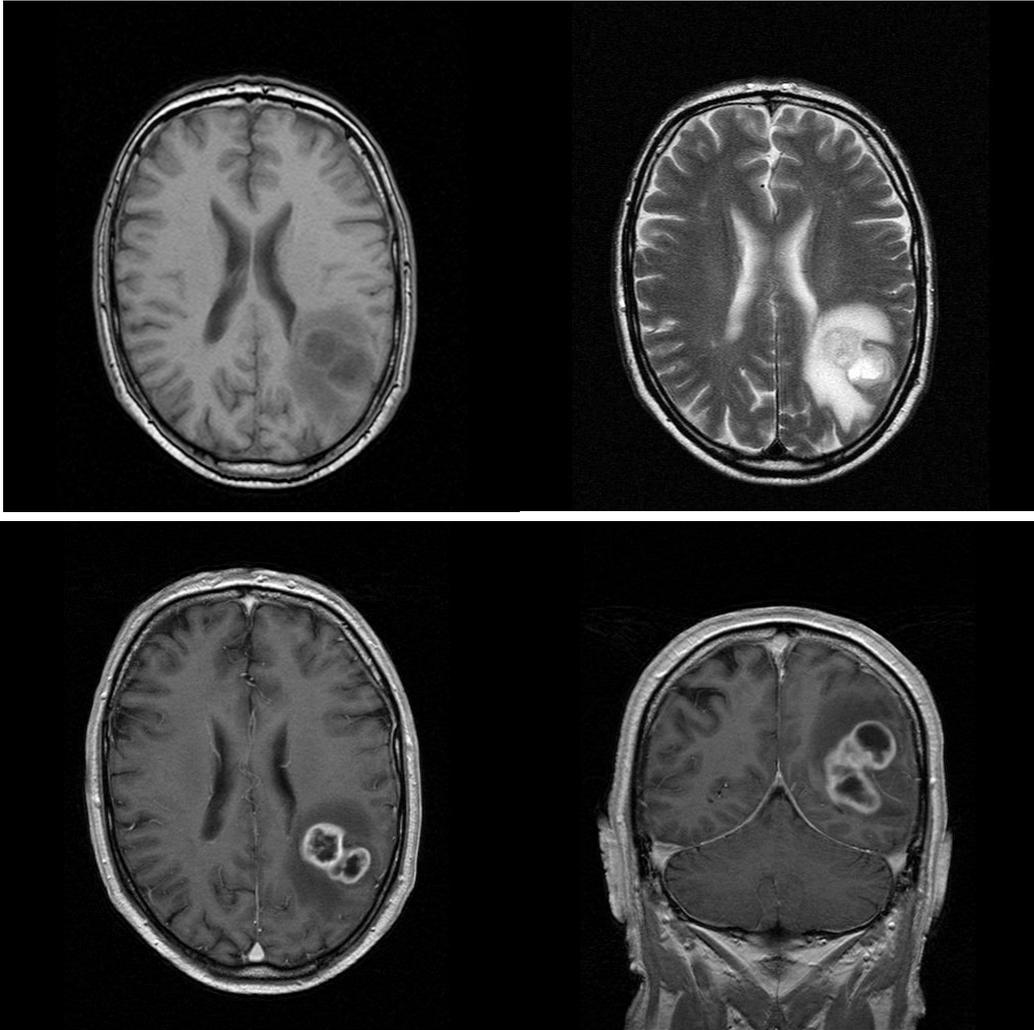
Darstellung eines Glioblastoms in der MRT
